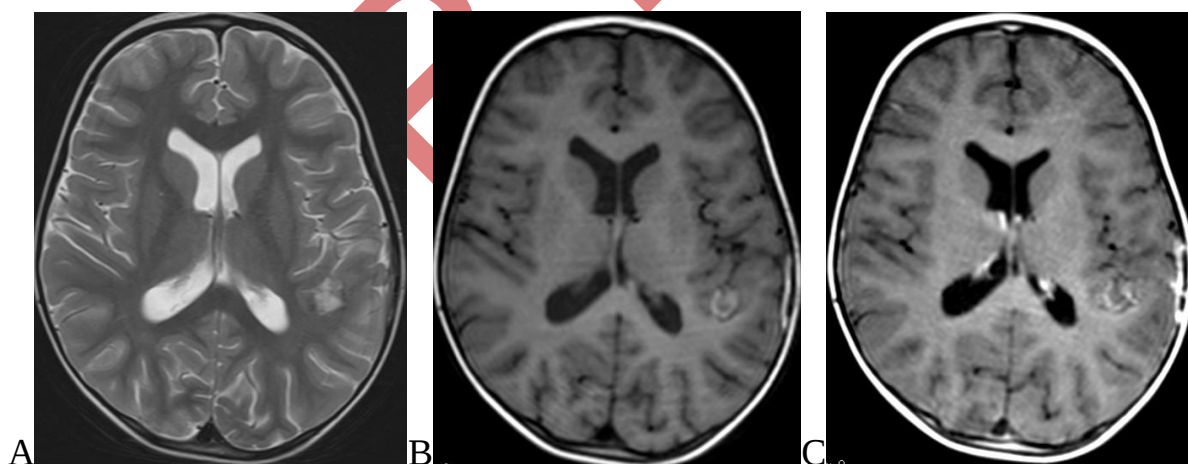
МРТ изображения головного мозга аксиальные T2 (A), T1 (B) и T1 с контрастным усилением (C) через 2 месяца после операции демонстрируют отсутствие остаточной опухоли и рецидива.
